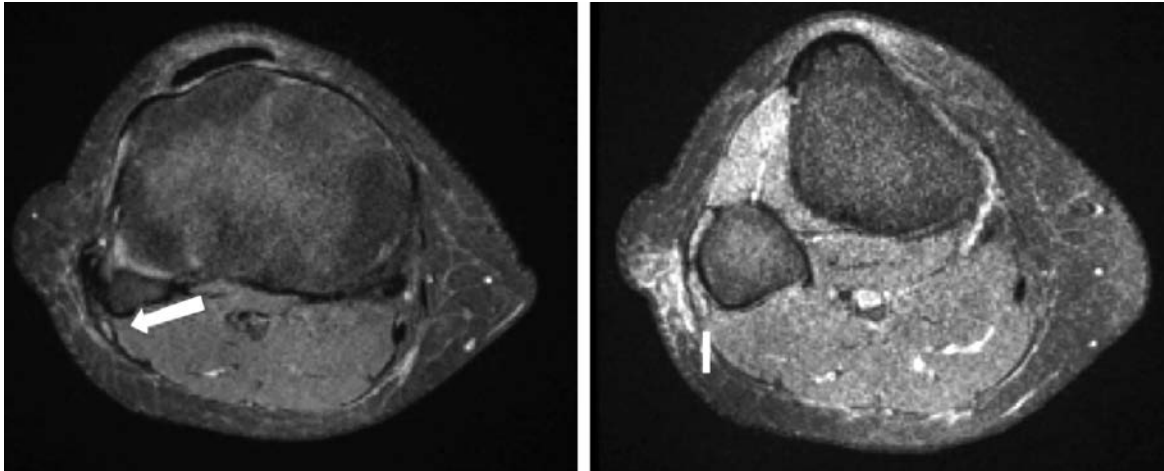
RM: Corte axial a la altura de la cabeza del peroné. La flecha blanca corresponde al nervio ciático-poplíteo externo con leve hiperseñal por edema del tejido graso circundante. Se aprecia engrosamiento y alargamiento del nervio.
